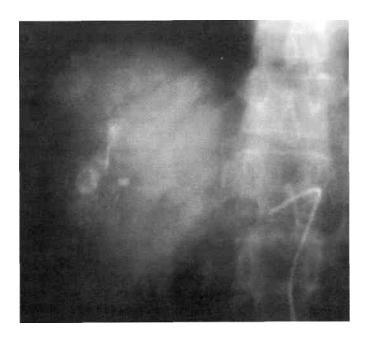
б. Обзорная рентгенография брюшной полости через 1 месяц после регионарной химиоэмболизации. Накопление химиоэмболизата в метастатических очагах сохраняется.
